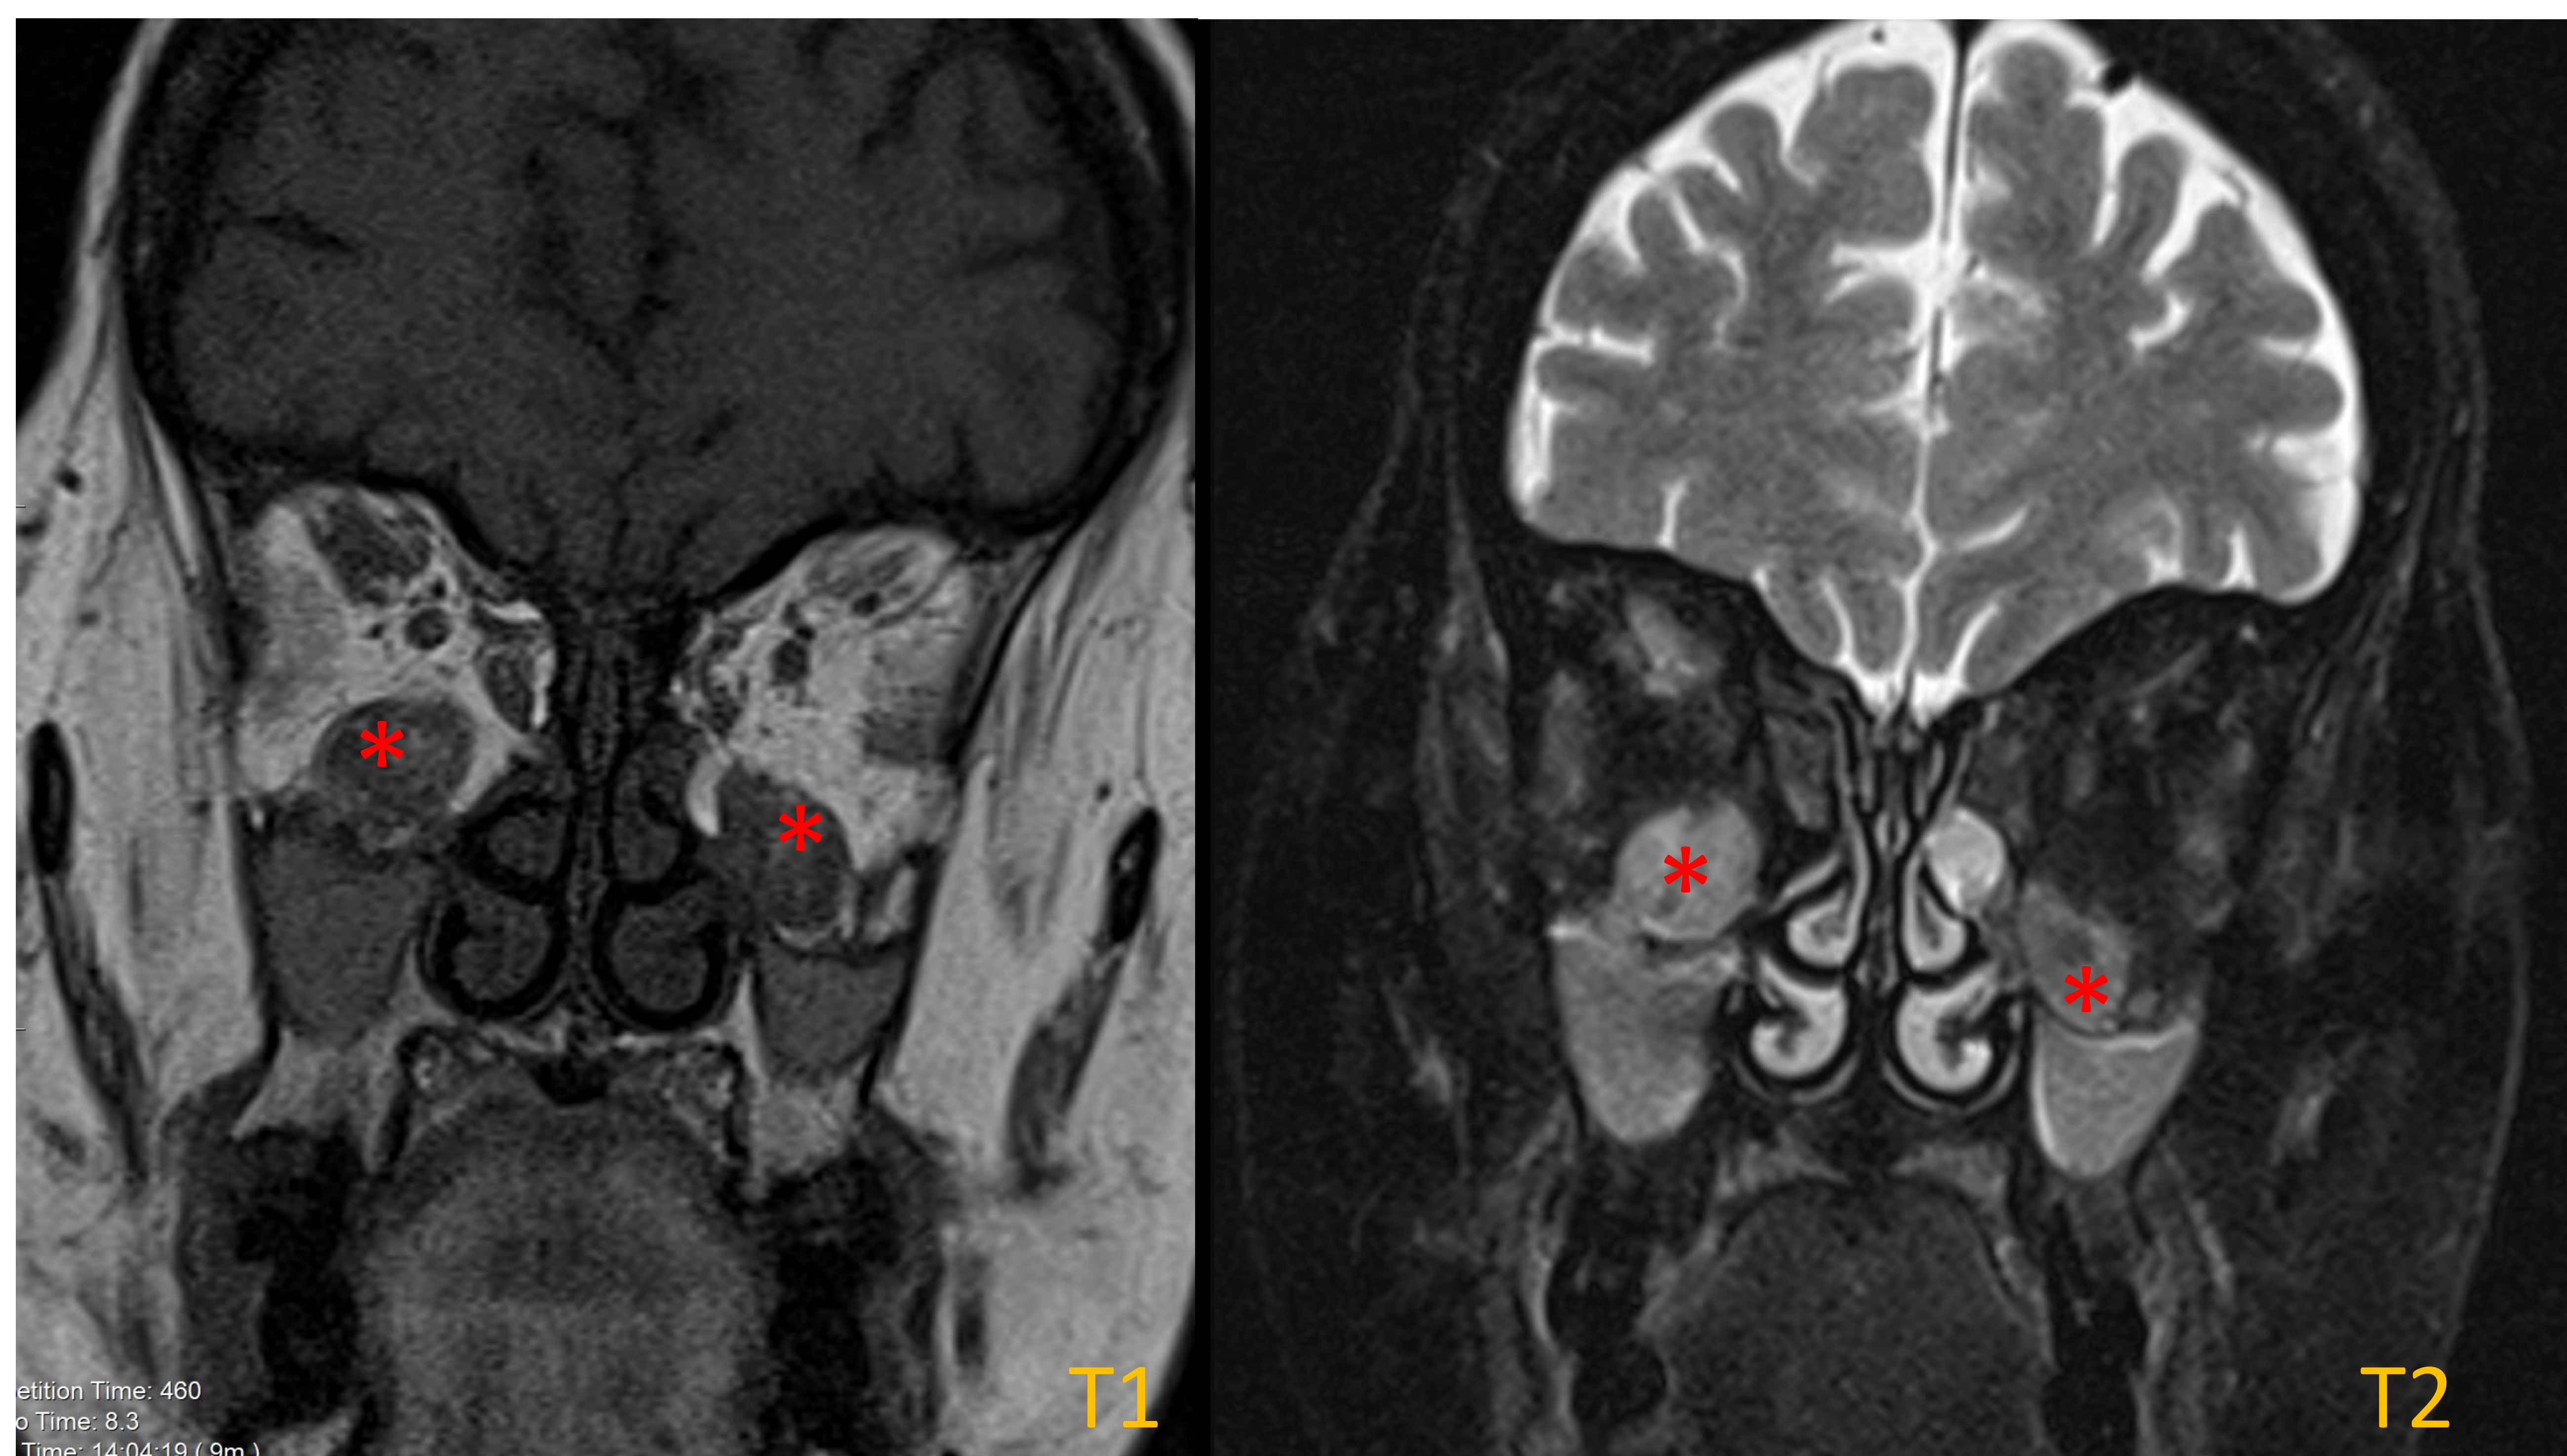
RM en secuencia T2 y T1 después de la administración con contraste. Oftalmopatía tiroidea con engrosamiento bilateral (*) asimétrico de los músculos rectos inferiores. También se objetiva un mucocele (#) adyacente a celdillas etmoidales izquierdas, como incidentaloma. Abajo: vista coronal del mismo paciente en T1 y T2.
